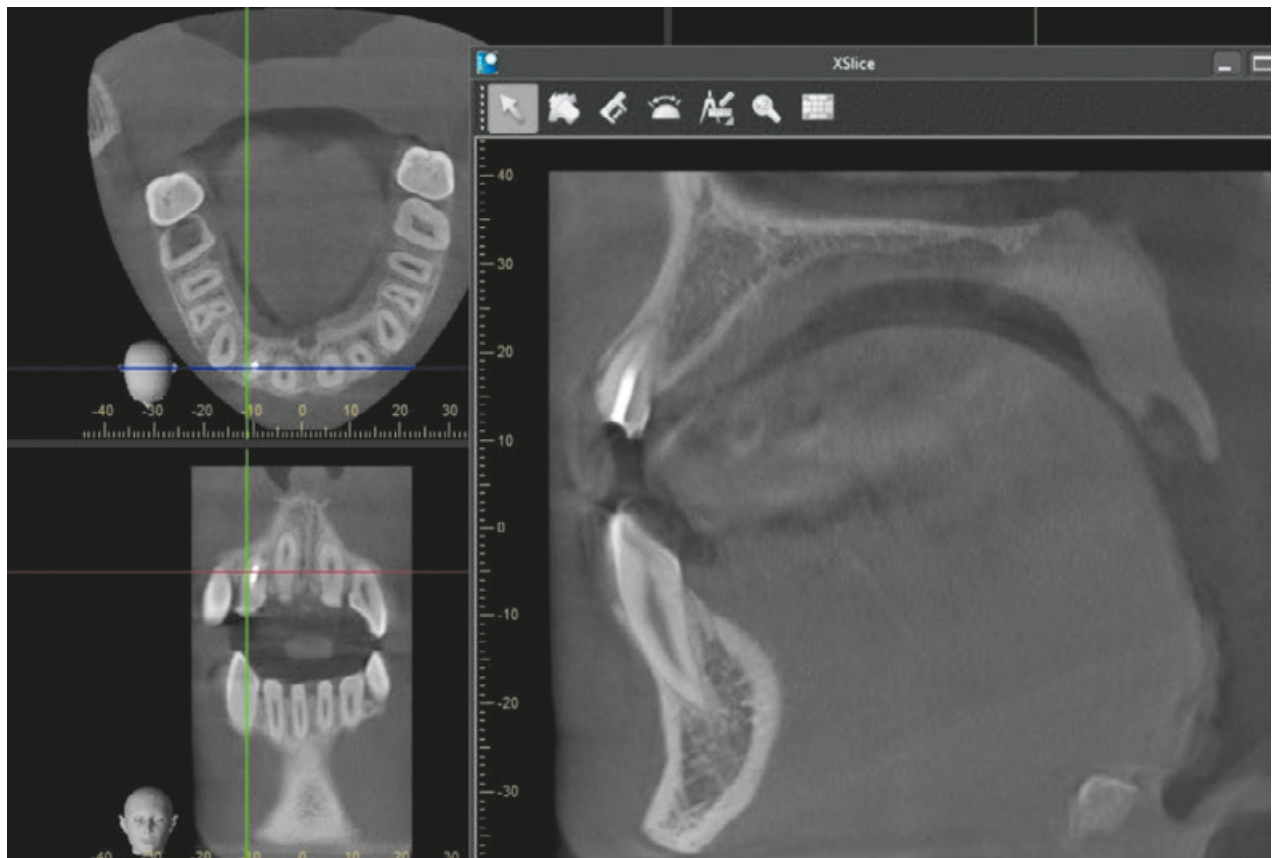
Конусно-променева комп'ютерна томографія зубів пацієнтки В. віком 15 років із переломом кореня 12-го зуба з його підвивихом. Визначається дефект коронки зуба та зміщення кореня назад з нерівномірним поширенням періодонтальної щілини у передньому відділі
